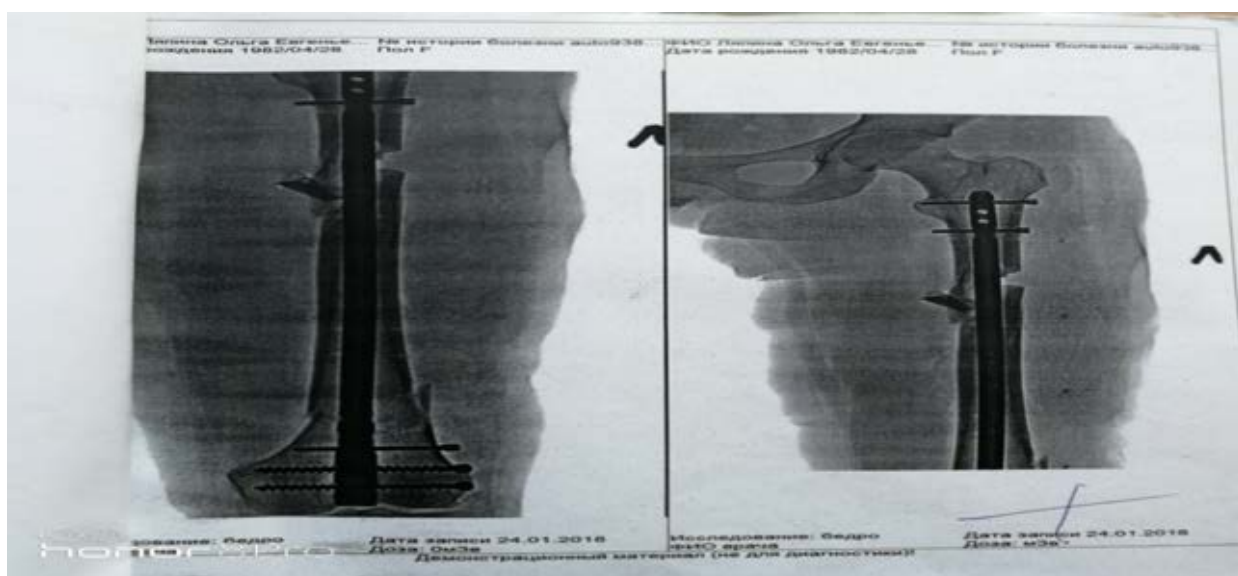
Рентгенограммы пациентки Л.: выполнен ретроградный блокируемый остеосинтез
